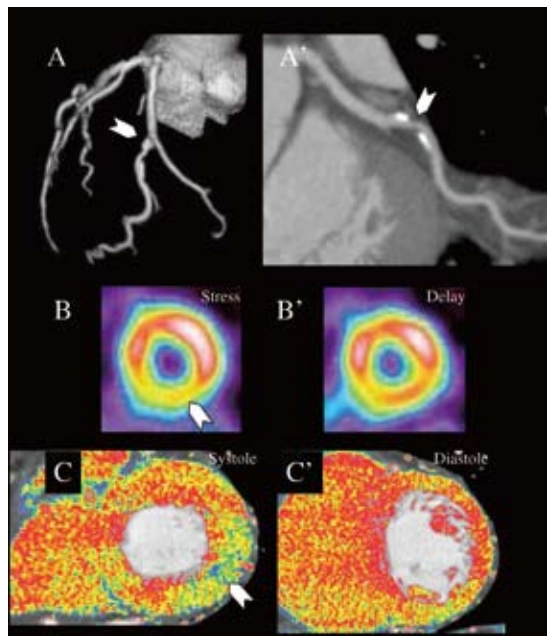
Myocardial perfusion scintigraphy (MPS) and computed tomography (CT) images of a 61-year old female with angina pectoris. (A) Coronary CT angiography (A: volume rendered image; A': curved maximum intensity projection image) shows nodular extrinsic calcification at the proximal portion of the obtuse marginal branch of the left coronary artery (white arrow). By additional MPS and CT myocardial images, significant stenosis was suspected in this region. B and B' show the basal short-axis slices on stress / rest MPS; C and C' show CT myocardial images at the same slice position. The stress MPS image in B shows inferolateral hypoperfusion (white arrow); the delayed image in B' shows redistribution at the same site. The systolic CT myocardial image in C shows inferolateral hypo-enhancement in dominant endocardium (white arrow); the diastolic image in C' shows normal enhancement.
